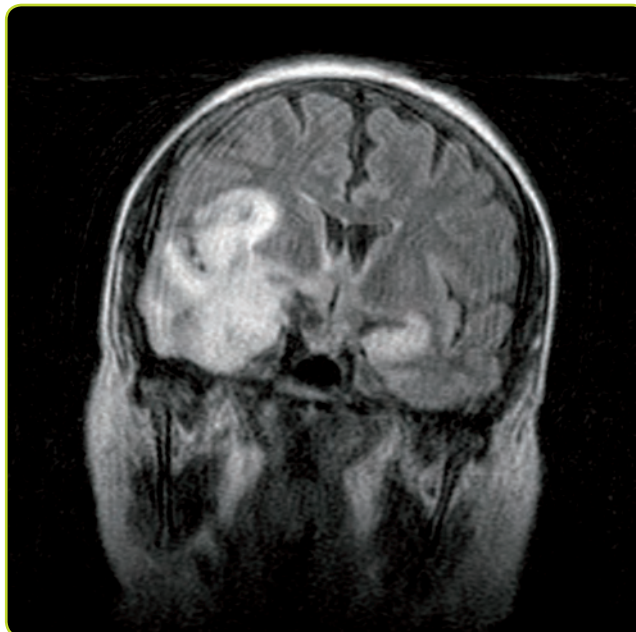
RM cerebral (FLAIR) donde se observa hiperintensidad de señal en ambos lóbulos temporales (de predominio derecho) en paciente con encefalitis herpética.
